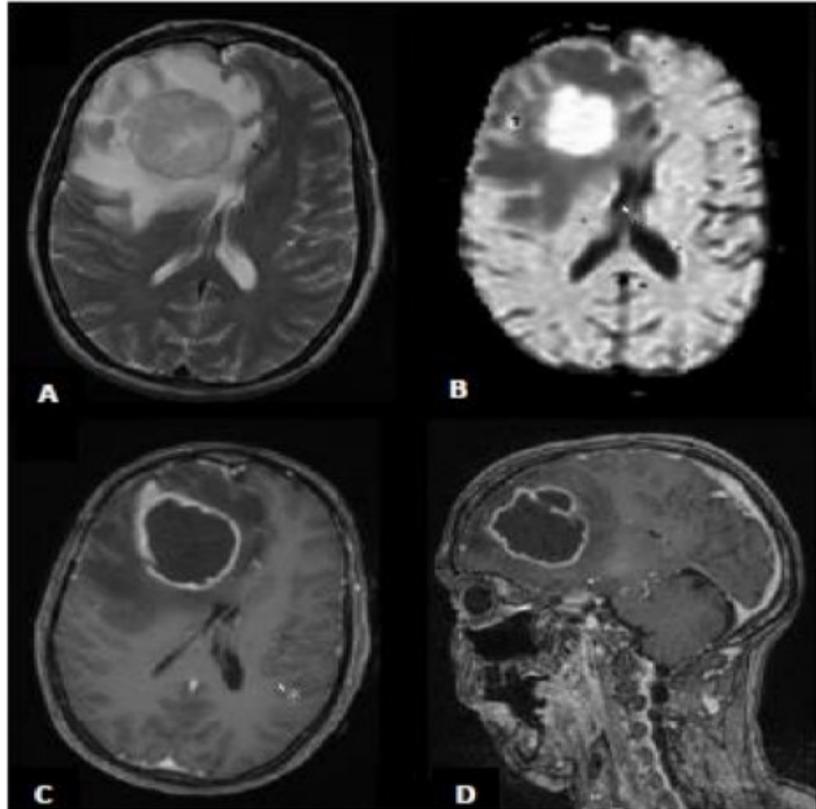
Imágenes por resonancia magnética del paciente con un absceso en el lóbulo frontal con edema perilesional en imágenes ponderadas en T2 (A), señal hiperintensa en imágenes ponderadas por difusión (DWI: B), Imágenes T1 axial, sagital con realce de contraste de la pared del absceso (C-D).
